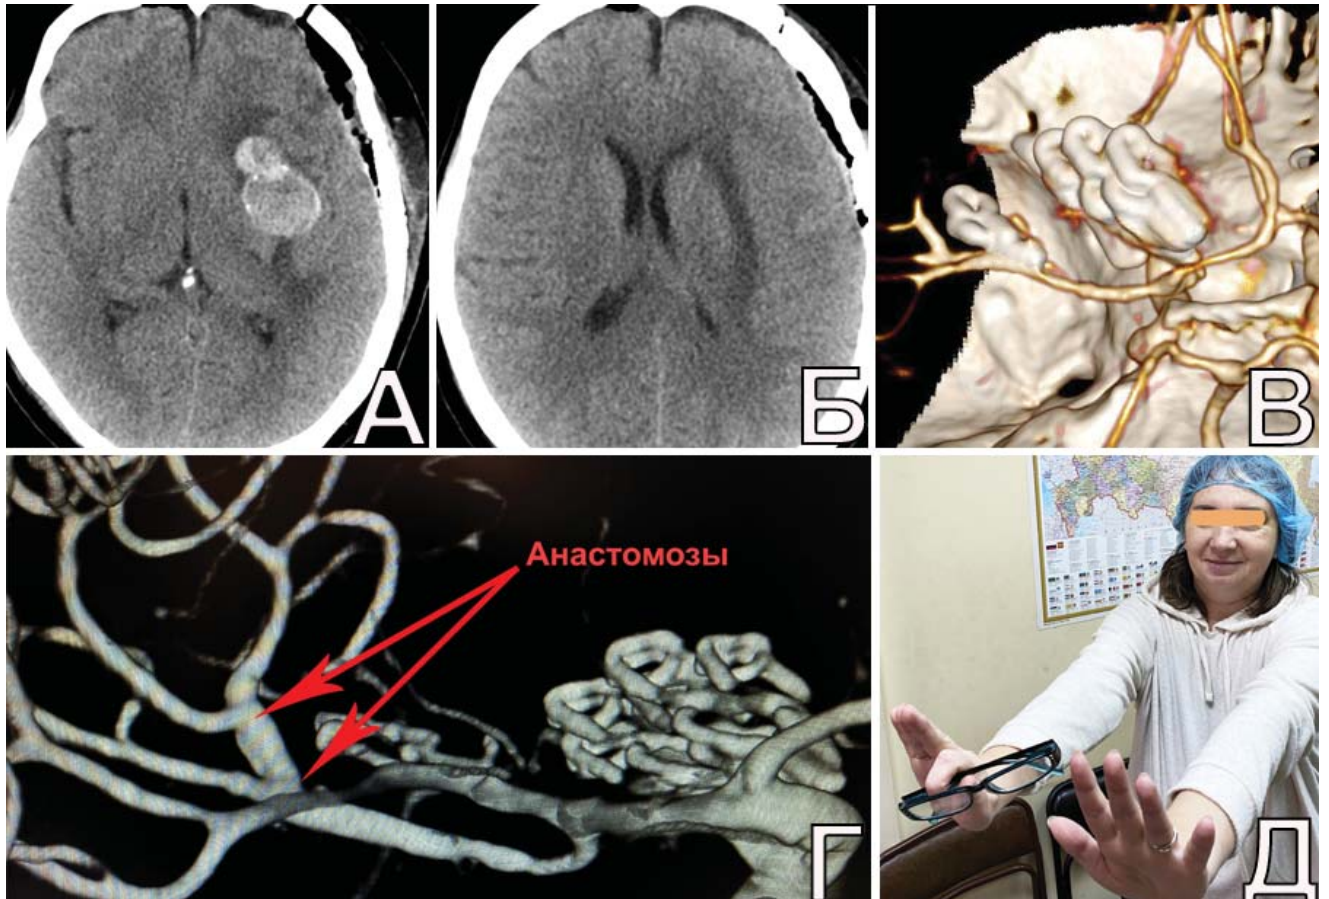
Послеоперационные исследования у пациентки Ж., 54 л. А, Б. КТ головного мозга: новых очагов ишемии не отмечено; В. КТА: аневризмы полностью выключены, все артерии СМА слева контрастируются; Г. ЦАГ (3D): места анастомозов указаны стрелками; Д. вид пациентки после операции
